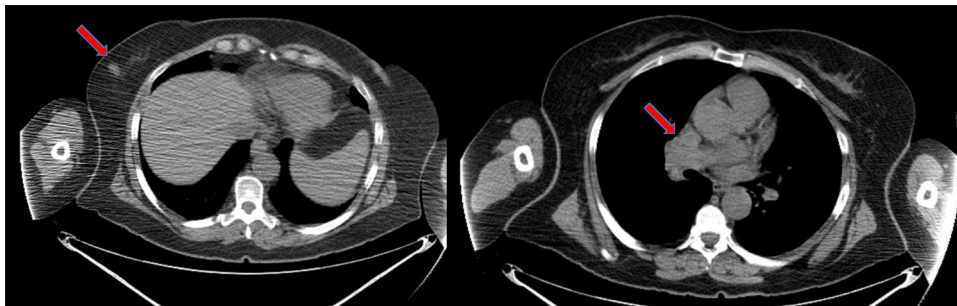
Corte de TC de la lesión mamaria y de la enfermedad mediastínica.
